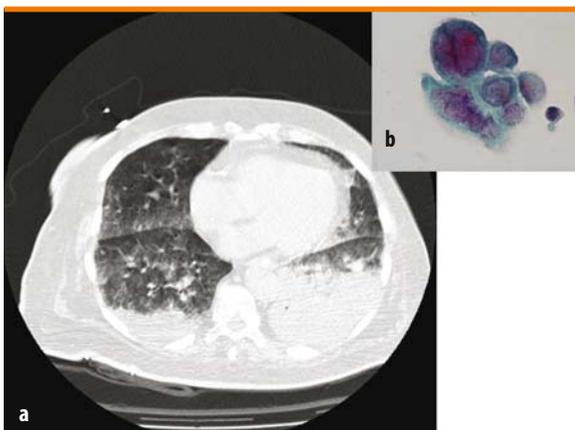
a, b. (a) Donna con insufficienza renale cronica, sottoposta a biopsia chirurgica polmonare per addensamenti e fibrosi ai lobi superiori. Dopo alcuni giorni insufficienza respiratoria acuta e addensamenti alveolari bilaterali alla TAC. (b) Nel BAL presenza di cellule con inclusioni Cowdry A e B nel nucleo diagnostiche di herpes simplex virus (Papanicolaou)
